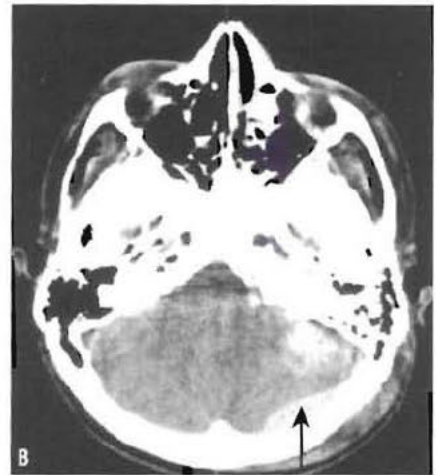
Hématome extradural visible en TDM dans la région frontale (flèche) (A) et dans la fosse postérieure (flèche) (B). L'hématome extradural est typiquement spontanément hyperdense et de forme biconvexe. Noter également les contusions cérébrales.
